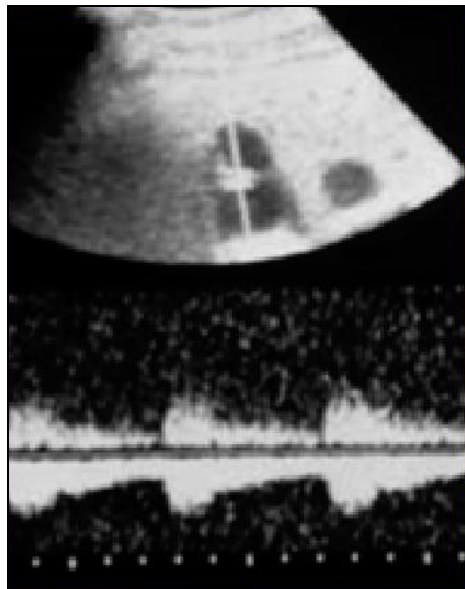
Echodoppler : dot sign avec enregistrement d'un flux artériel basse résistance au sein de la dilatation (artère hépatique) [17]
